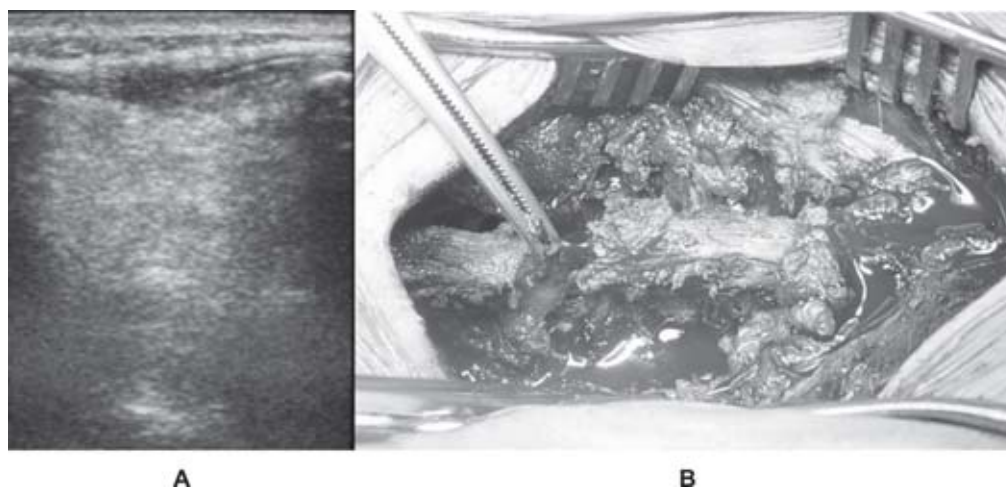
Ultrasonido en plano sagital en hombre de 32 años de edad con fractura de T12 por mecanismo de flexión-distensión.
